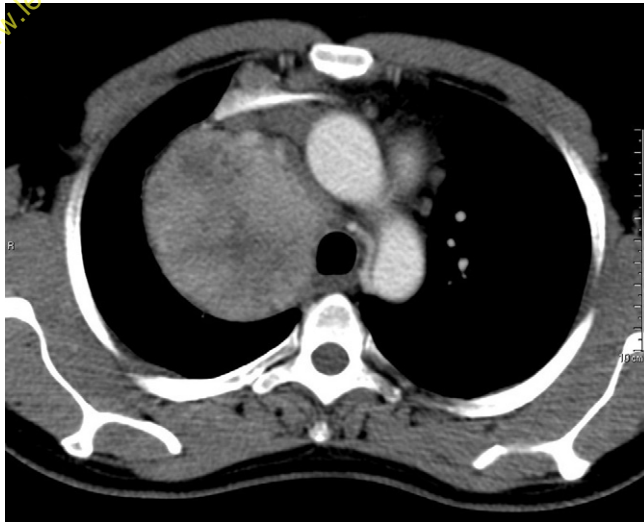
Maladie de Castleman monocentrique révélée par une grosse masse du médiastin moyen fixant peu le FDG.
